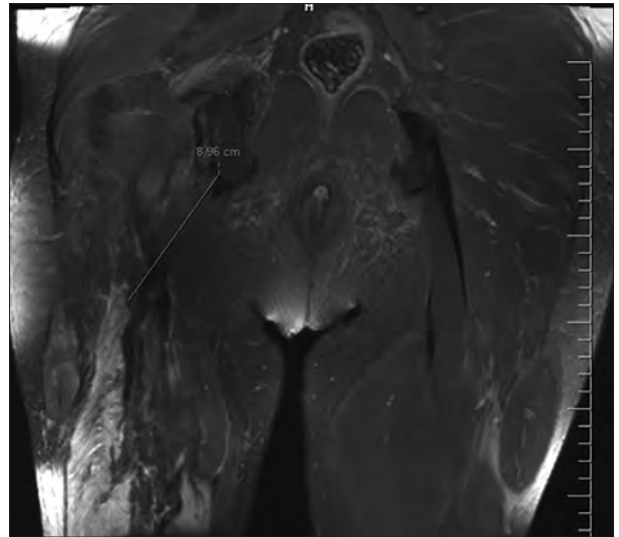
T2 W-coronal sequence MRI of the right thigh showing complete hamstring tendon rupture. The hamstring muscles were atrophied and located almost 10 cm distal to ischial tuberosity on the right
